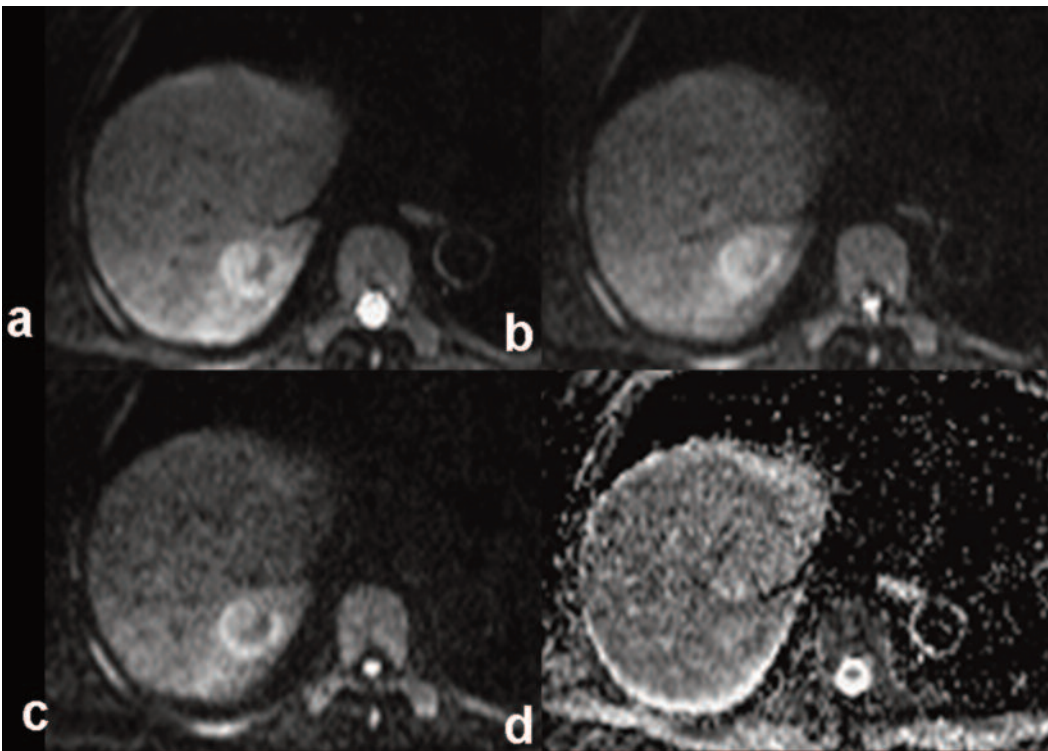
a, b, c, d Sequenza DWI assiale a *b*-value 50 (a), 400 (b), 800 (c) e relativa mappa di ADC (d).
